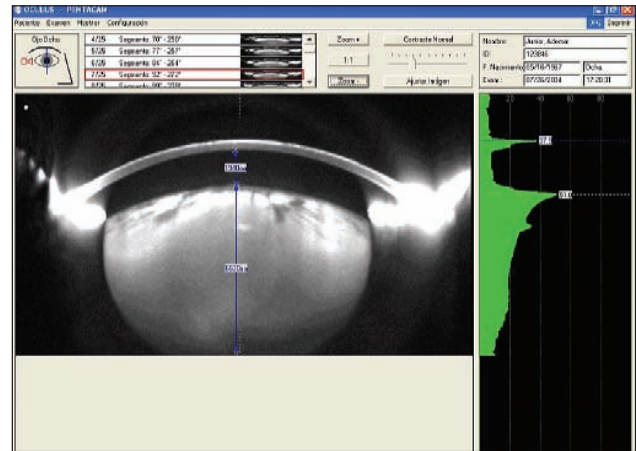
Tomografia do segmento anterior em CBI
